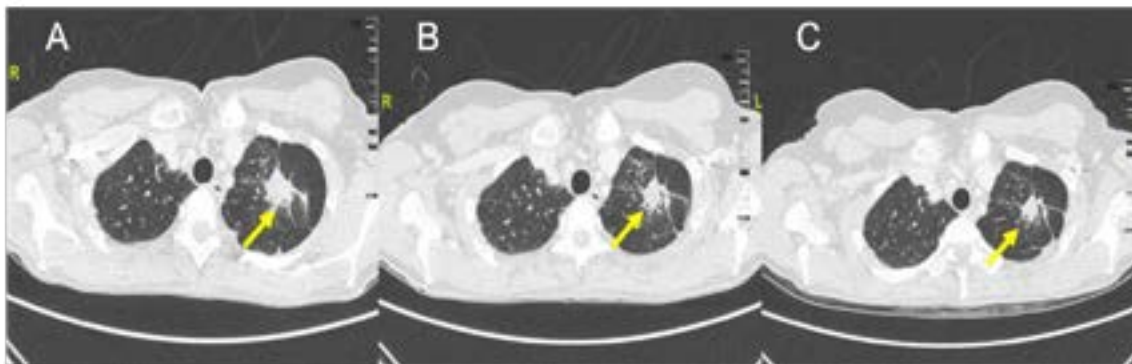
Cortes axiales de tomografía computarizada, ventana pulmonar
